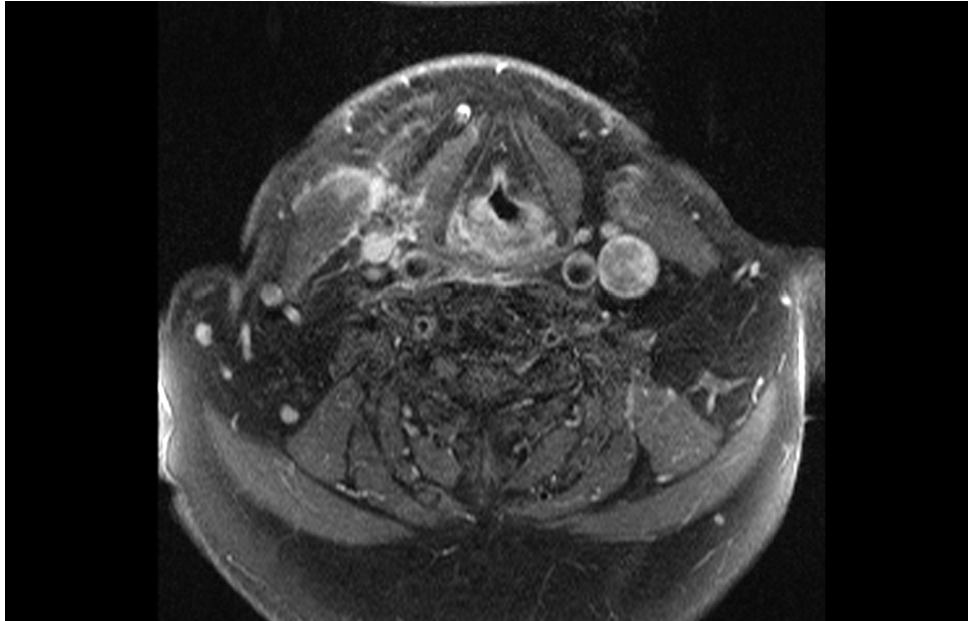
MRT-Bild bei V.a. supraglottischen Tumor rechts bei CUP-Syndrom
